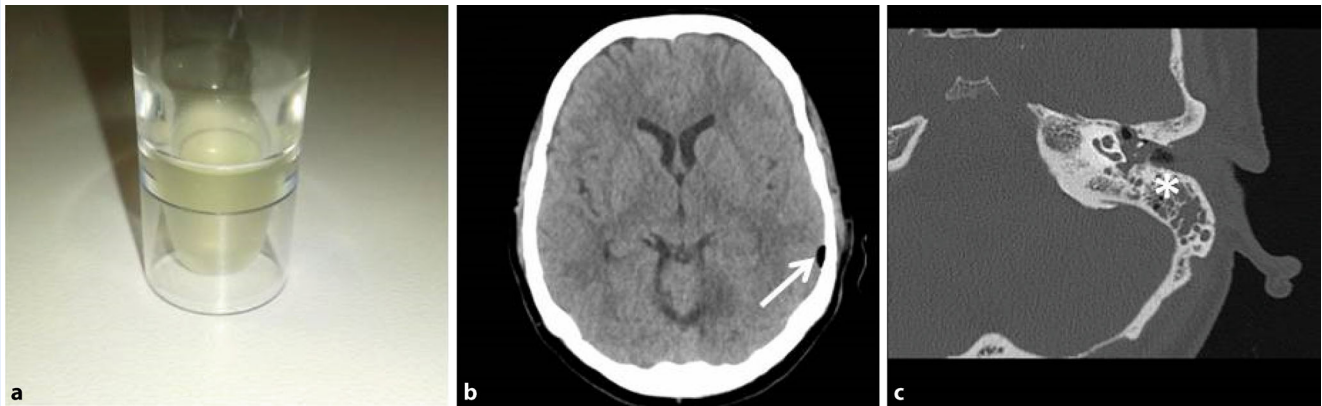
▲ a Liquoreines Patienten mit Pneumokokkenmeningitis. Der Liquor ist makroskopisch trüb, als Korrelat findet sich eine granulozytäre Pleozytose (9512 Zellen/ μ l) bei erhöhter Protein- (1007 mg/dl) und erniedrigter Glucosekonzentration (Liquor-Serum-Glucose-Index 0,29). b,c Kriale Computertomographie einer Patientin mit Pneumokokkenmeningitis. Im nativen Schädel-CT fand sich freie intrakranielle Luft (b, Pfeil) als indirekter Hinweis auf eine parameningeale Eintrittspforte für Bakterien. c Als Fokus zeigte sich im CT des Mastoids eine Verschattung als Ausdruck einer Mastoiditis (Asteriskus)
